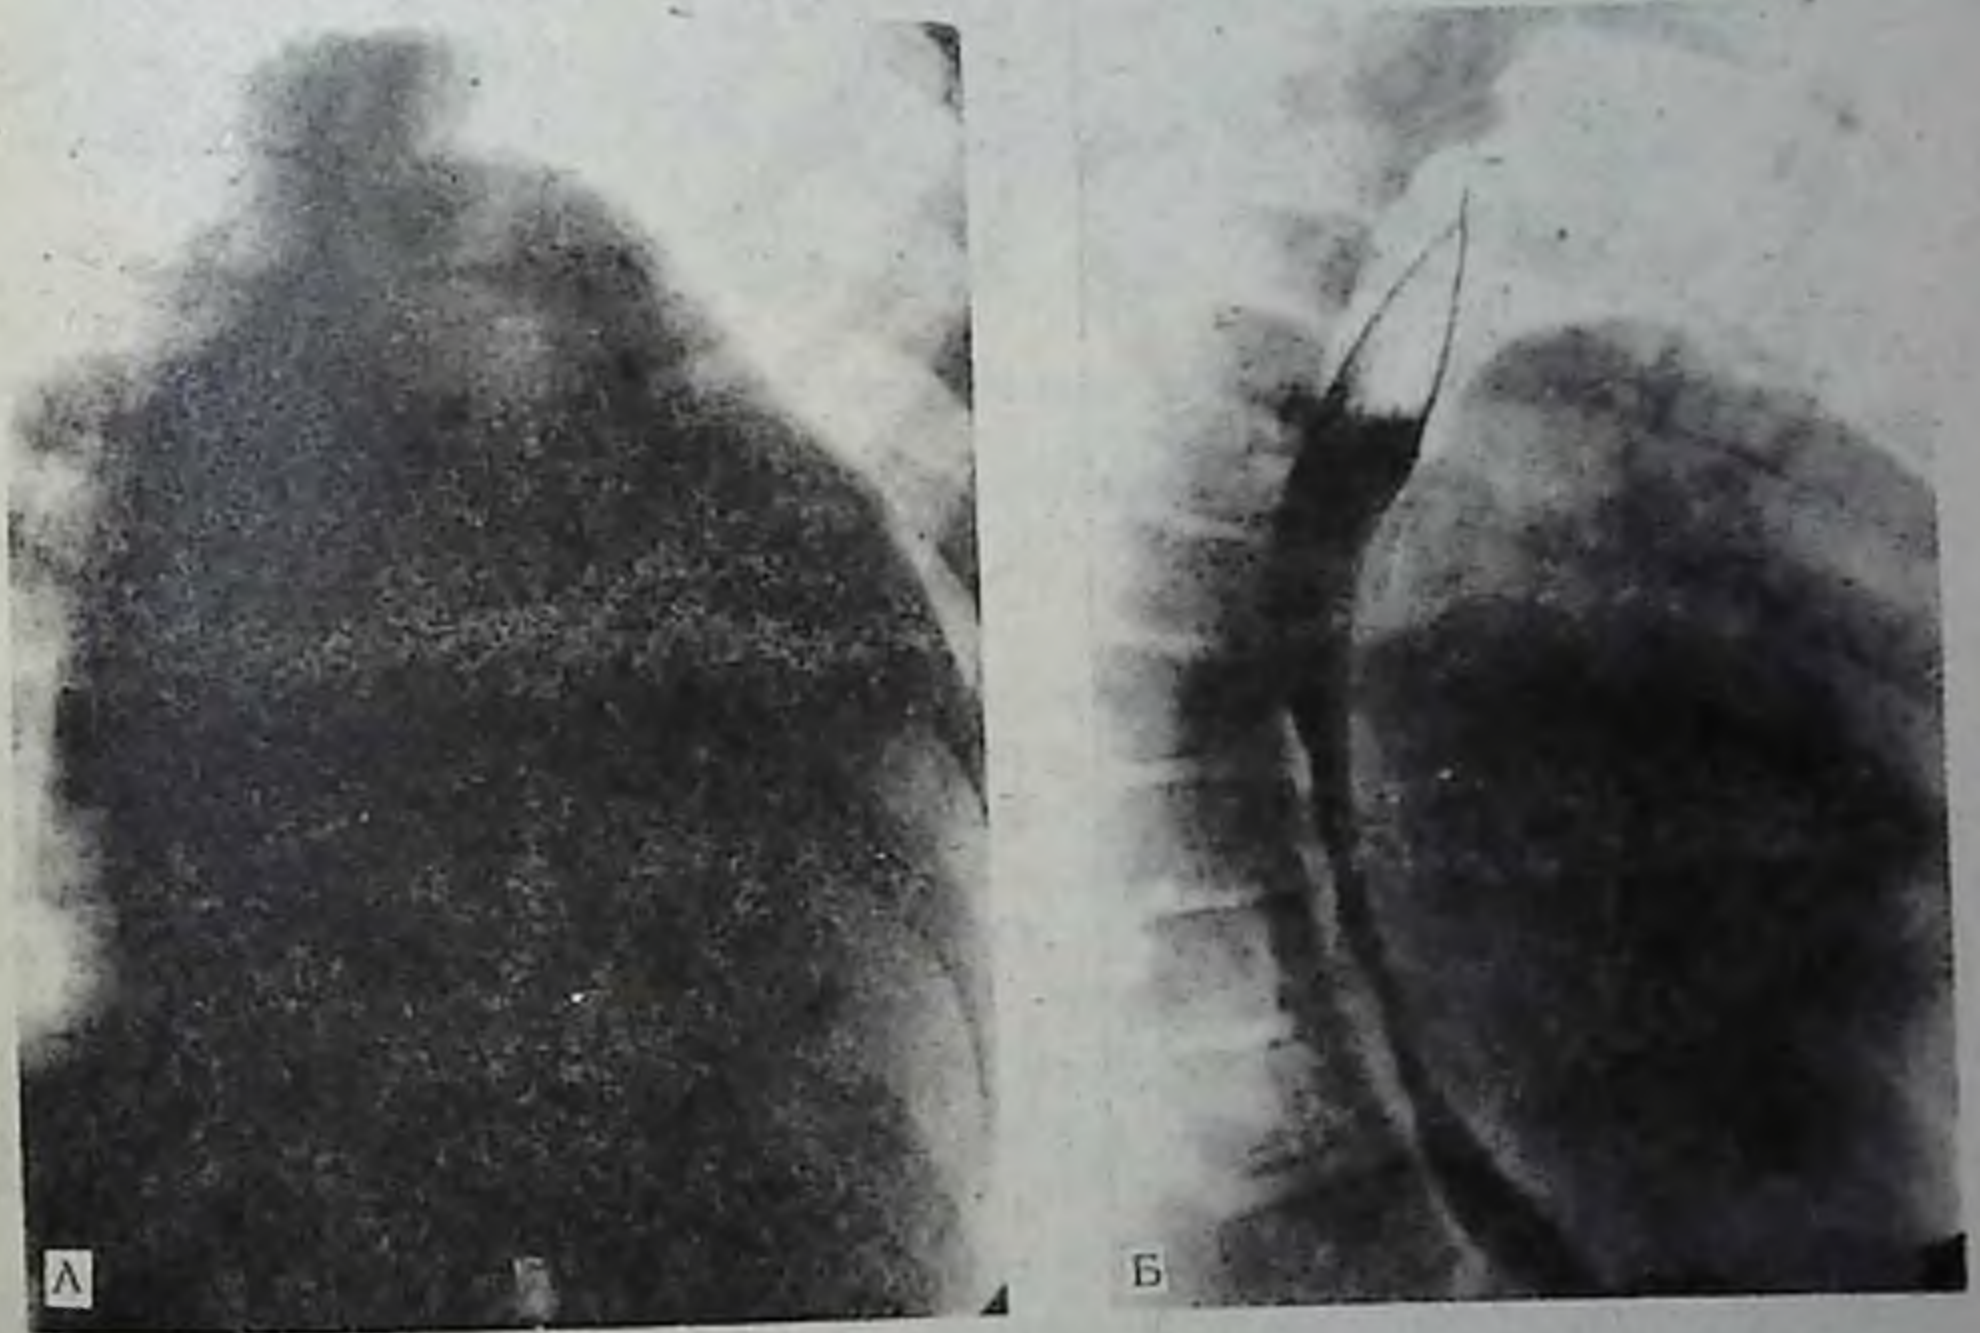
Рентгенограмма сердца в прямой (А) и правой передней косой (Б) проекциях. Экссудативный перикардит.
